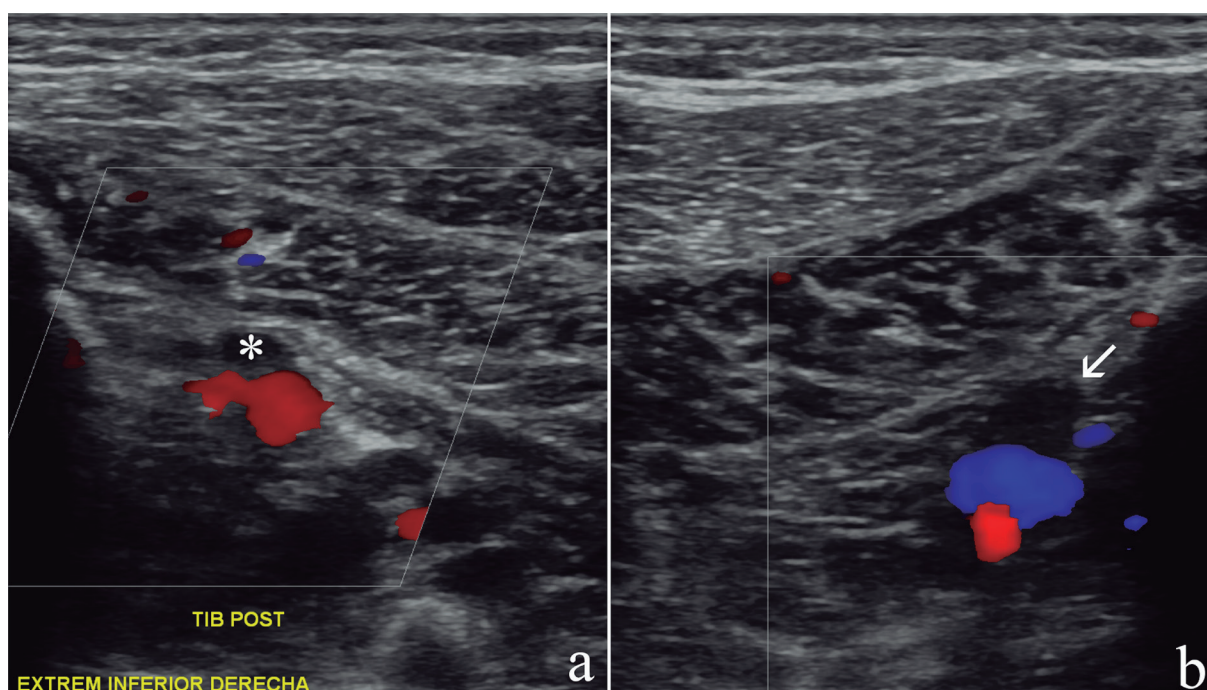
Estudio Doppler Color donde se muestra ausencia de flujo detectable a la señal Doppler de venas tibial posterior (*) y peronea (flecha)
